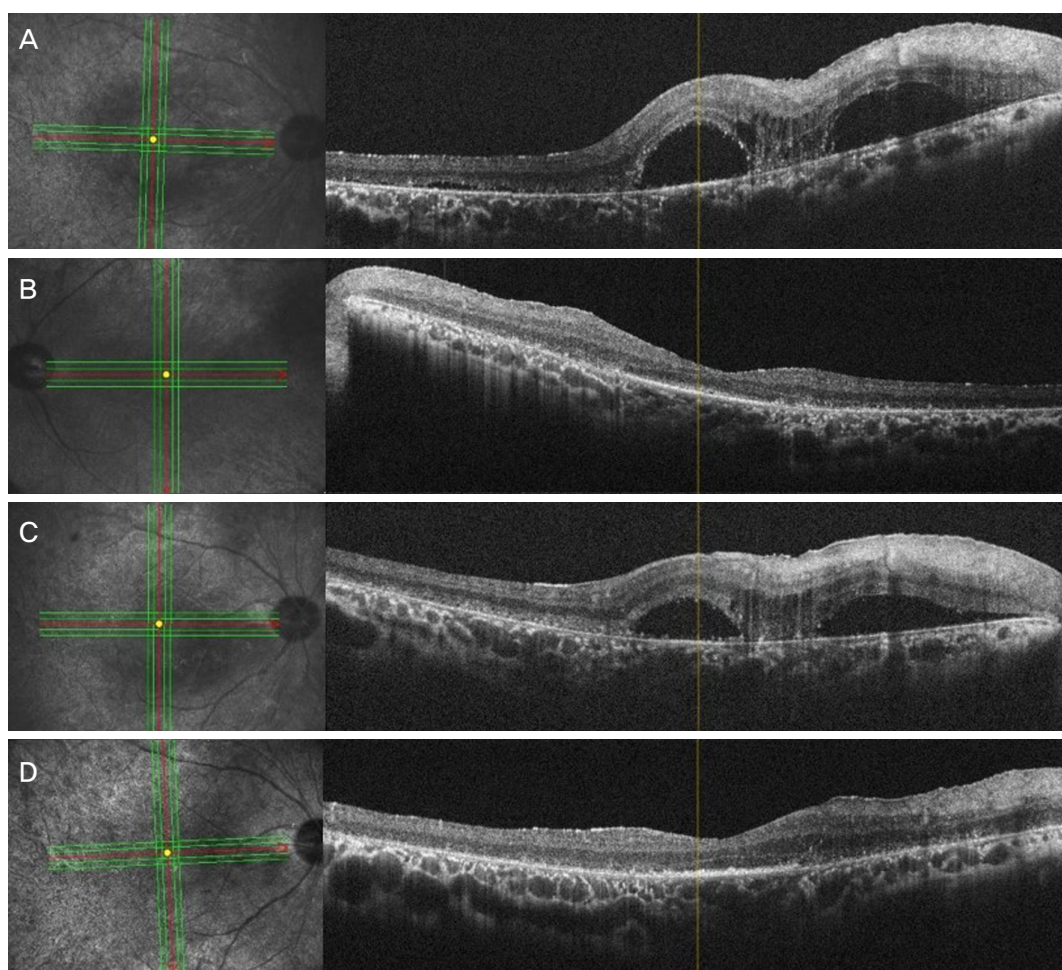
Optical coherence tomography (OCT). (A) In initial exam, OCT of right eye shows serous retinal detachment around macula. (B) OCT of left eye shows no serous retinal detachment but overall atrophy of retinal pigment epithelium. (C) 7 days after trauma, OCT of right eye shows decreased subretinal fluid. (D) 21 days after trauma, OCT of right eye shows resolved subretinal fluid but remained wrinkle in the retinal nerve fiber layer.
